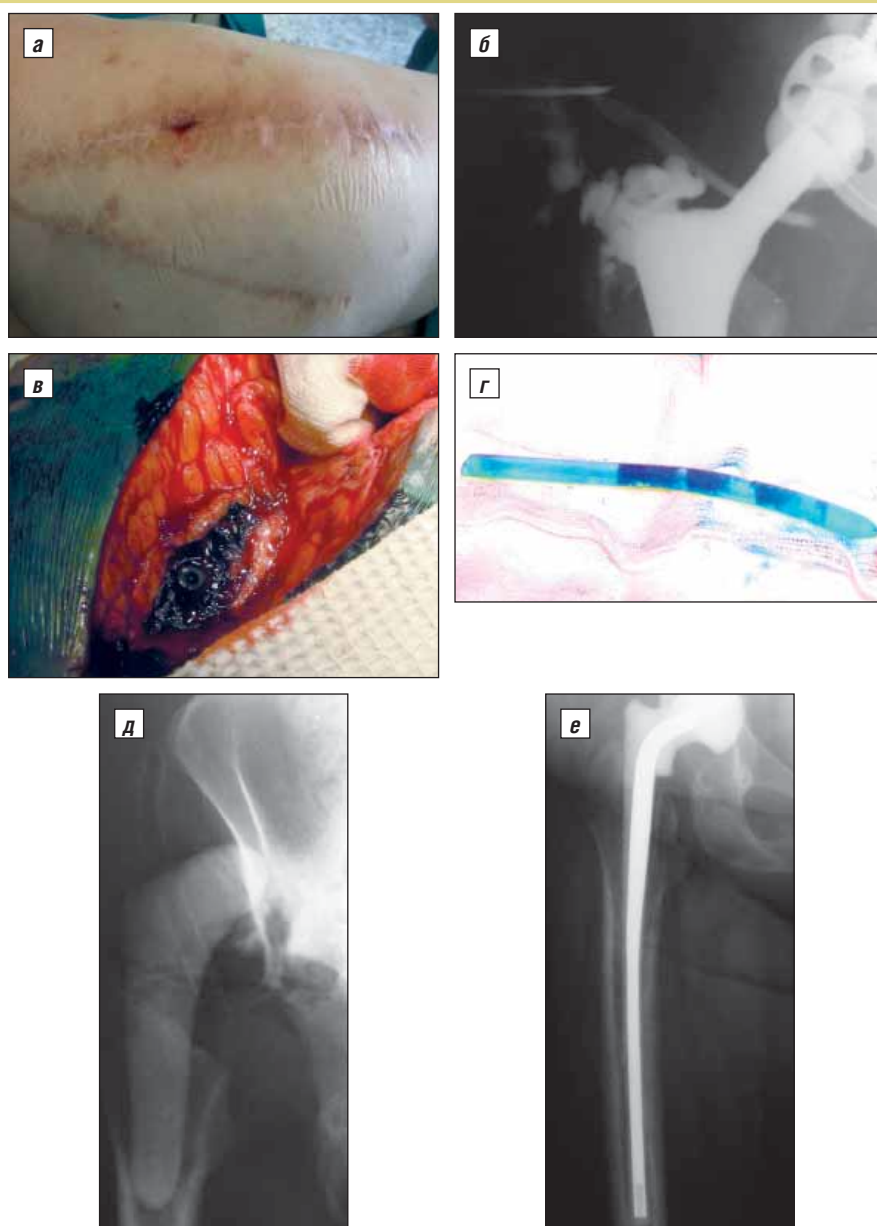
Результаты обследования пациента В.: а – свищ в области послеоперационного рубца; б – фистулография; в – вид раны; г – удаленный дренаж; д – рентгенограмма тазобедренного сустава с импровизированным спейсером; е – с заводским спейсером
